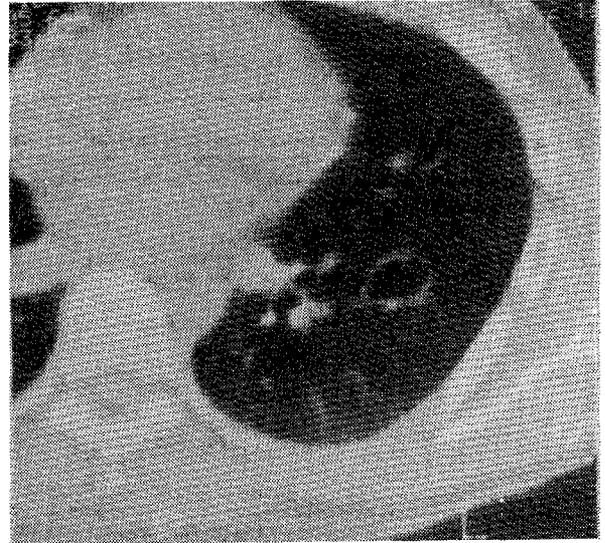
Tomografía axial computada de tórax que muestra la imagen cavitaria de pared fina.
